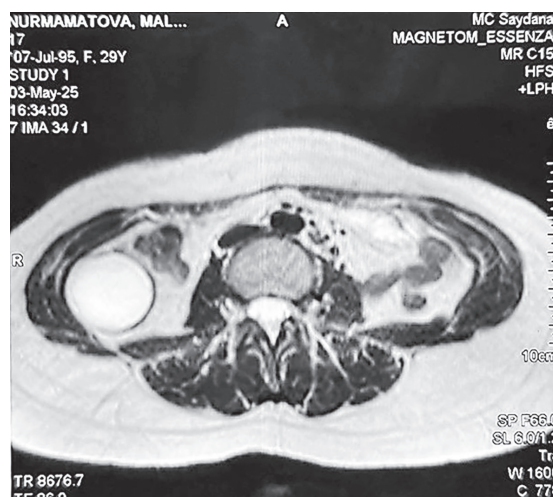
МРТ. Акциальная проекция
